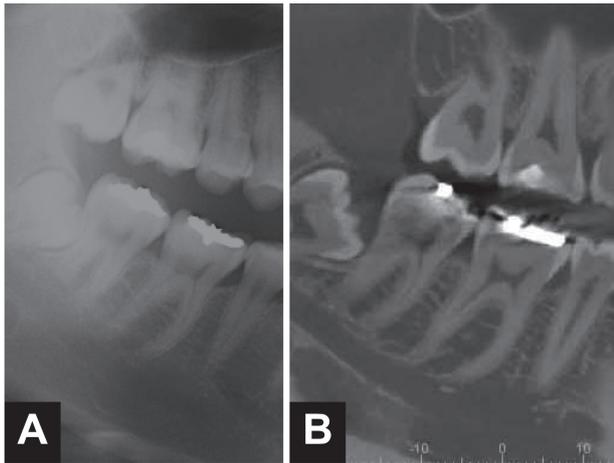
パノラマエックス線写真(A)と歯科用CBCT panorama section画像(B)との比較。歯科用CBCT画像(B)はパノラマエックス線写真(A)に比較して遜色ない画像を示す。
